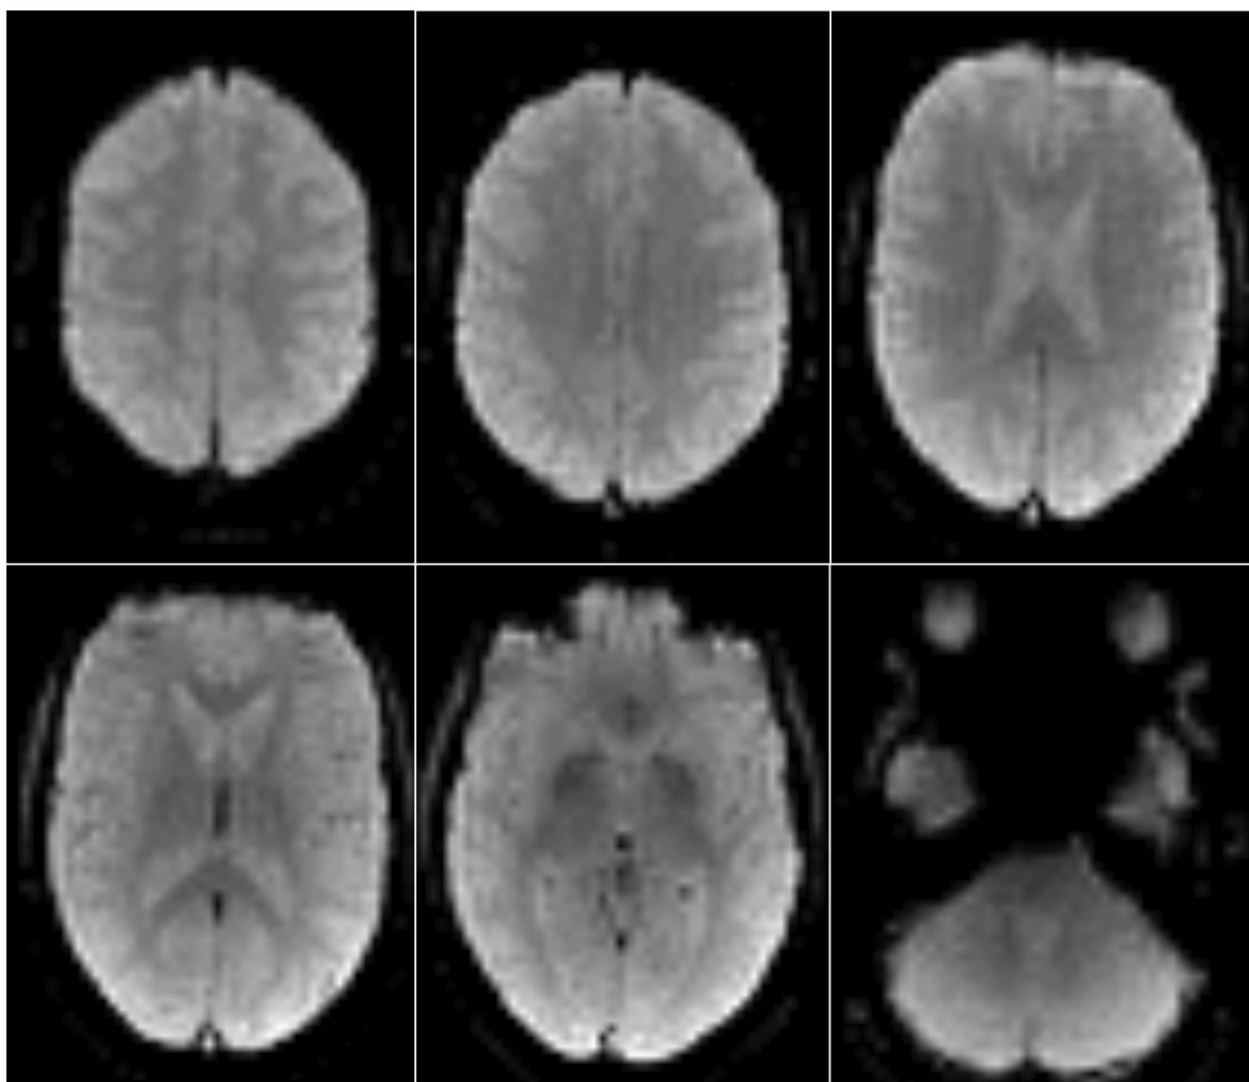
Примеры функциональных двумерных $T2^*$ -взвешенных изображений в поперечной плоскости в состоянии покоя (фМРТ покоя) на различных уровнях головного мозга до обработки данных. Исследование выполнялось на МР-томографе с напряженностью поля 1,5 Тл
